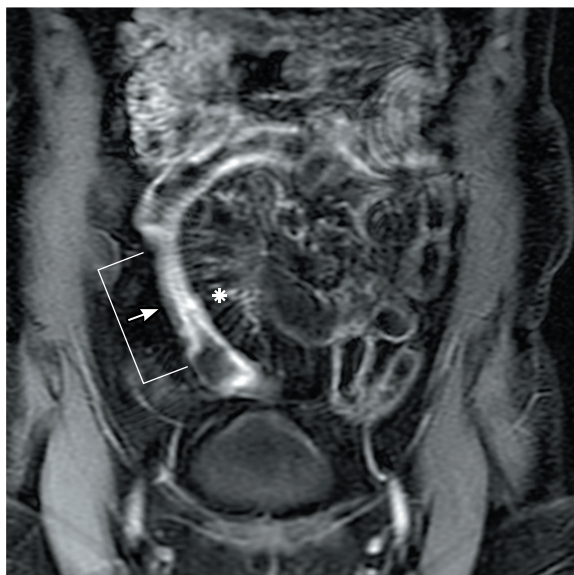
Магнитно-резонансная томография, артериальная фаза, T1-взвешенное изображение, корональная плоскость. Изменение анатомического положения петли подвздошной кишки (скобка). Слоистость и утолщение стенки кишки более 8 мм (стрелка). Симптом «расчески», уплотнение брыжеечного края подвздошной кишки (звездочка)
